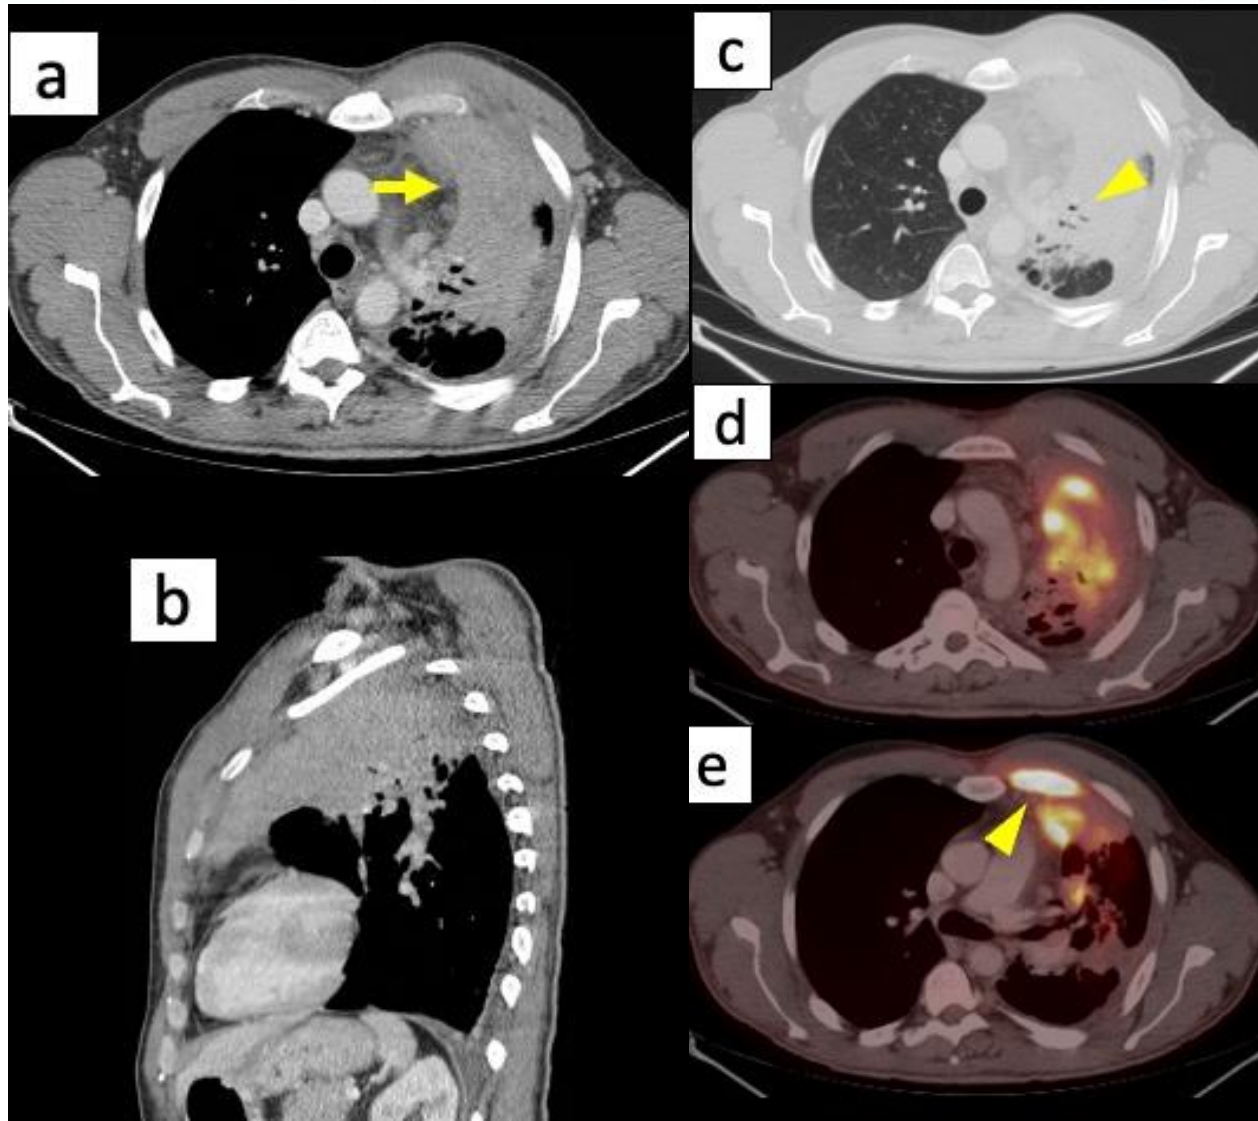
(a-c) TC con CIV que muestra una extensa masa pulmonar que afecta los segmentos superior y anterior del lóbulo superior izquierdo. La masa presenta bordes irregulares y establece un amplio contacto con la pleura torácica, así como con la pleura mediastínica, perdiendo el plano de clivaje (flecha en a), con algunas áreas que muestran broncograma aéreo (punta de flecha en c). (d-e) La PET muestra hipermetabolismo de la masa, particularmente en el plano costal pleural anterior a la altura del segundo cartílago costal (punta de flecha en e), con SUVmáx = 22,2 g/ml. Se realizó una biopsia de la masa, con resultados histopatológicos de actinomicosis.
